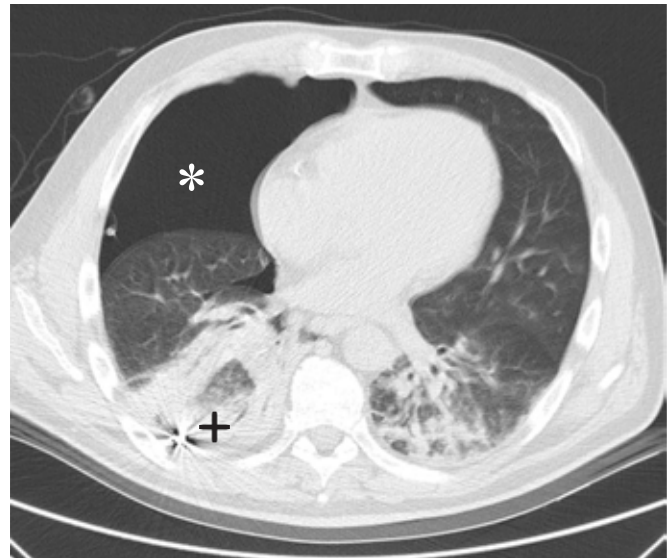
Tomografía simple de tórax en corte transversal, fase pulmonar. Parénquima pulmonar con zonas de consolidación y discreto engrosamiento del intersticio, derrame pericárdico con grosor de 10.9 mm y densidad de 9 UH. * Neumotórax. + Punta metálica de sonda nasoyeyunal.
